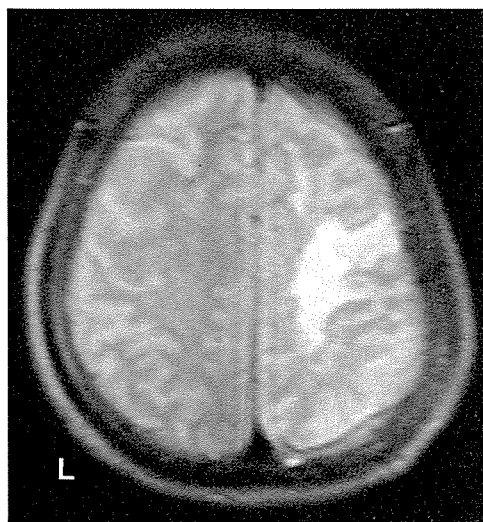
症例3 [右半卵円中心病変による左側の観念運動失行] のMRI, SE法 (Tr 2080mc, Te 80ms), 頭頂から3cm下方の水平断像 (1987年10月29日撮像) 右半卵円中心に、大脳縦裂と平行に前後に長い高信号域が認められる。
